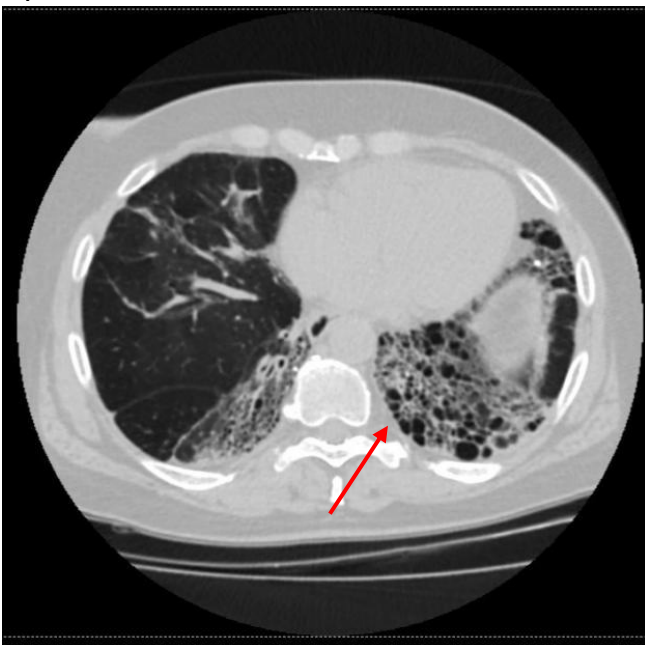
Компьютерная томография органов грудной клетки. Диффузное интерстициальное поражение легких в стадии «сотового легкого»
